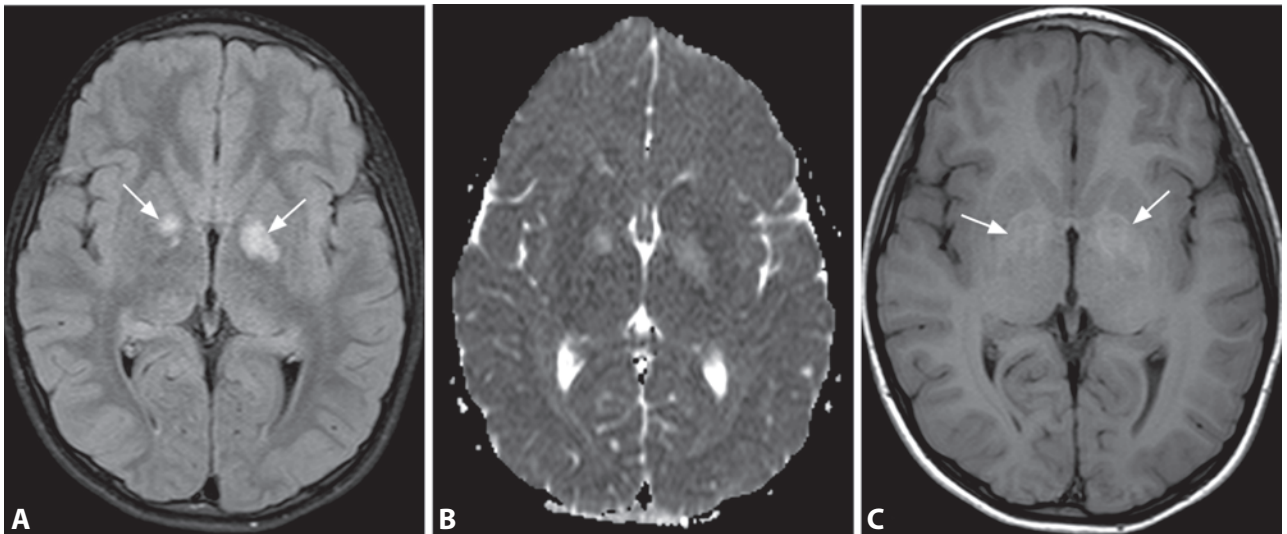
Аксиальное FLAIR-изображение (А): двусторонние яркие очаги (стрелки) в бледных шарах, а также повышенная диффузия на карте ADC (В) и легкая гиперинтенсивность (стрелки) в T1в-изображении (С) в тех же местах.
